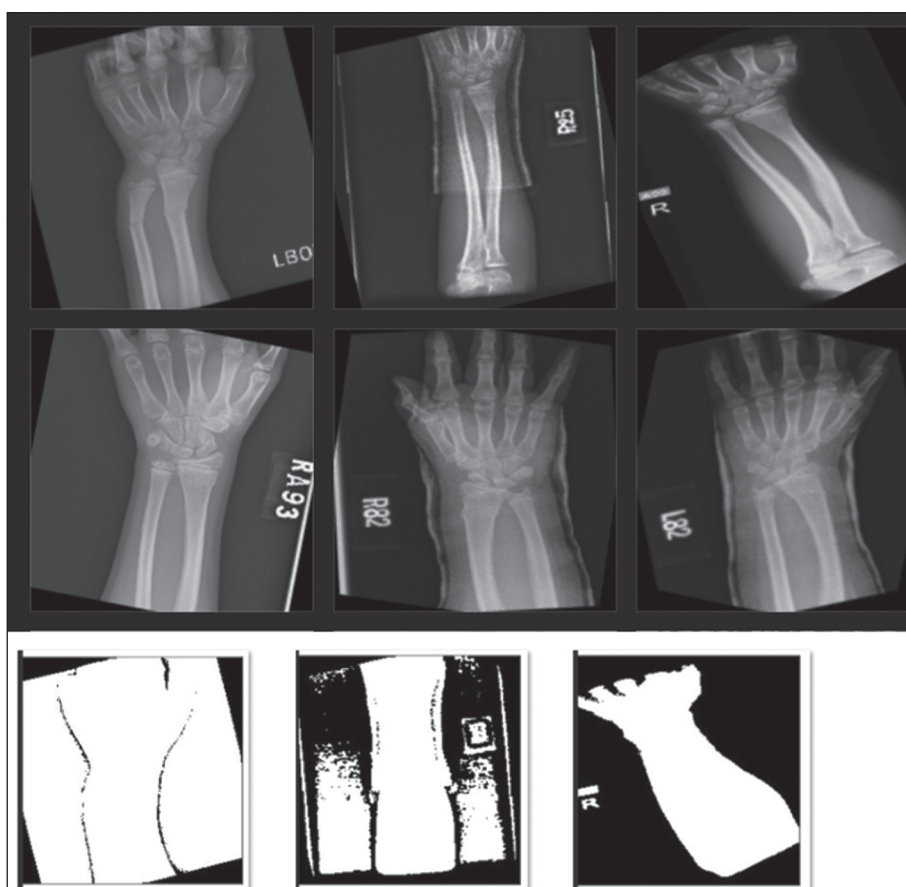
The montage representation of the X-ray images of the forearms of patients with Colles fractures
